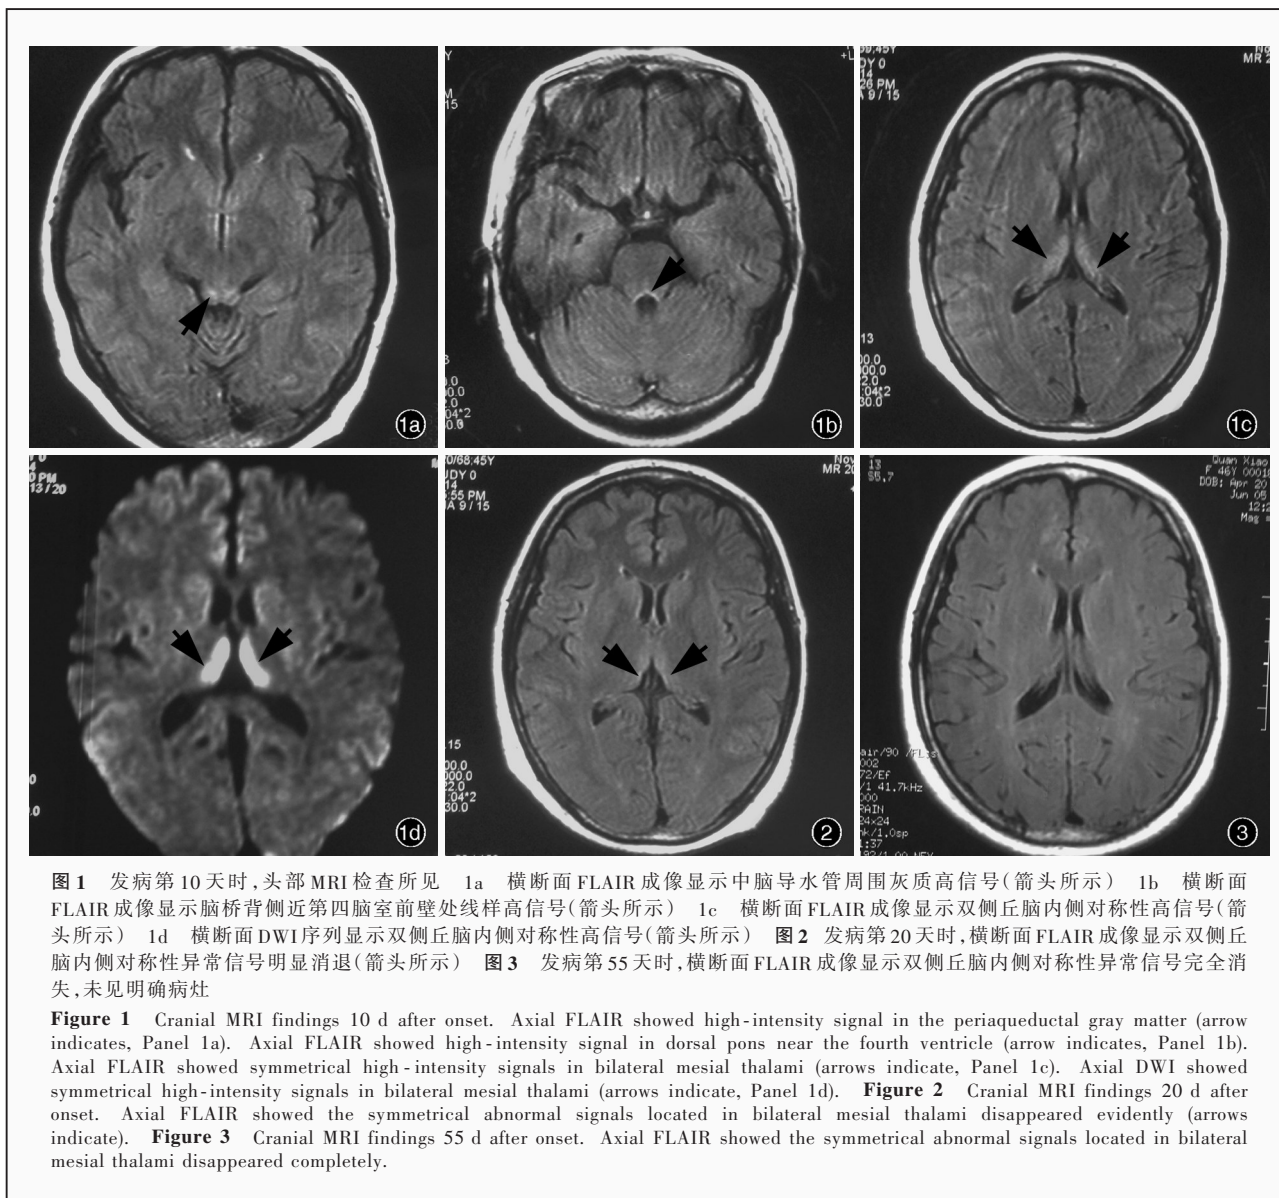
发病第 10 天时, 头部 MRI 检查所见 1a 横断面 FLAIR 成像显示中脑导水管周围灰质高信号(箭头所示) 1b 横断面 FLAIR 成像显示脑桥背侧近第四脑室前壁处线样高信号(箭头所示) 1c 横断面 FLAIR 成像显示双侧丘脑内侧对称性高信号(箭头所示) 1d 横断面 DWI 序列显示双侧丘脑内侧对称性高信号(箭头所示) 图 2 发病第 20 天时, 横断面 FLAIR 成像显示双侧丘脑内侧对称性异常信号明显消退(箭头所示) 图 3 发病第 55 天时, 横断面 FLAIR 成像显示双侧丘脑内侧对称性异常信号完全消失, 未见明确病灶
